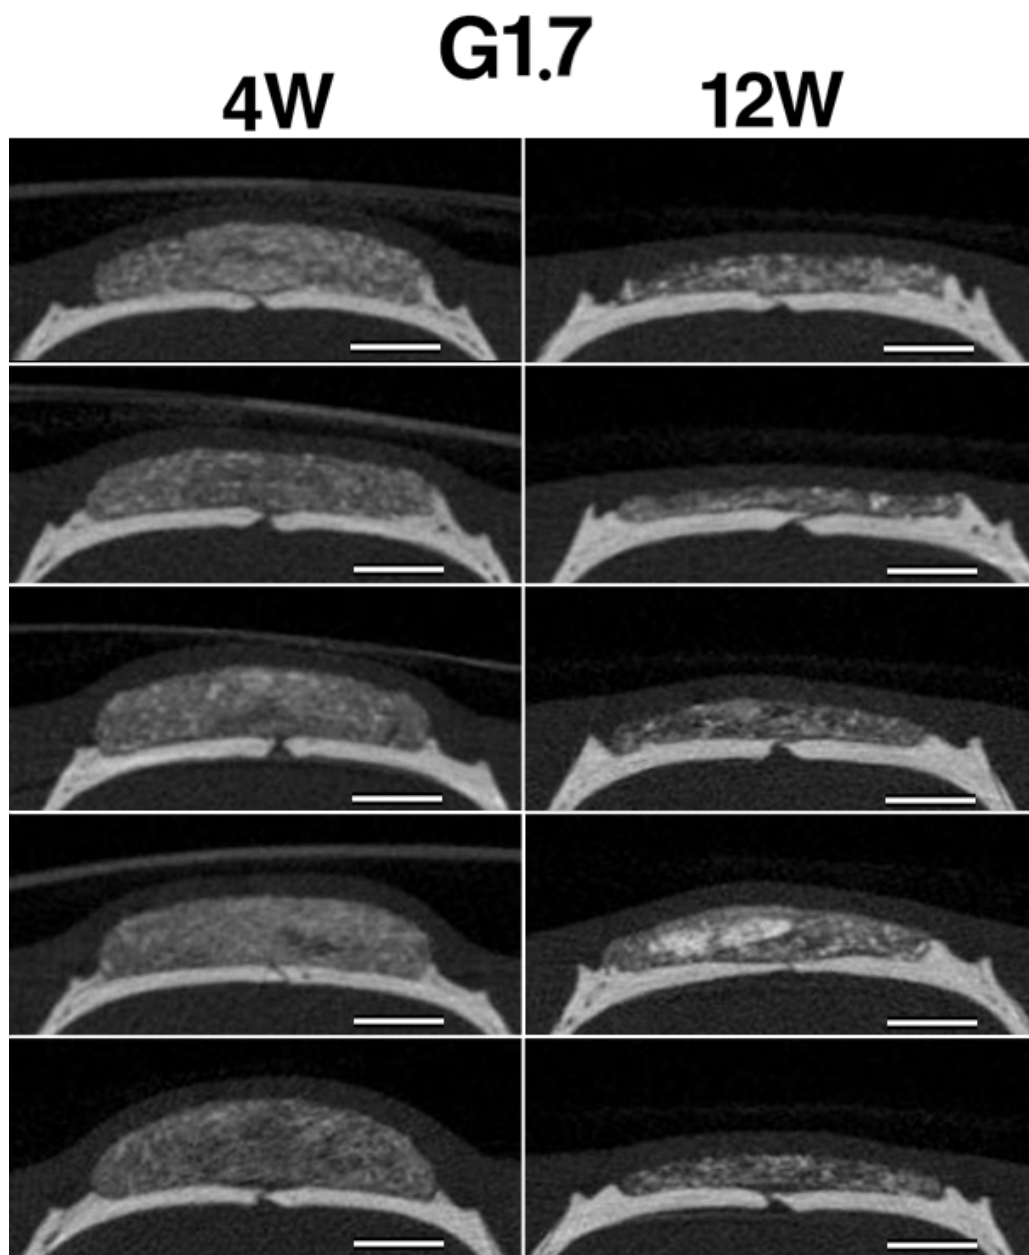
G1.7の埋入後4，12週時のマイクロCT像
